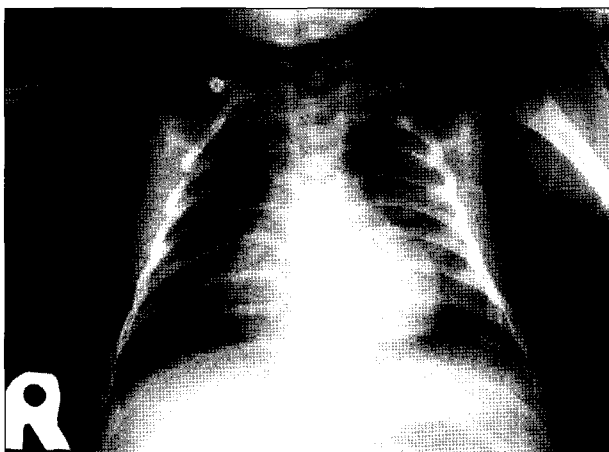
Chest x-ray on the discharge day shows normal findings.
